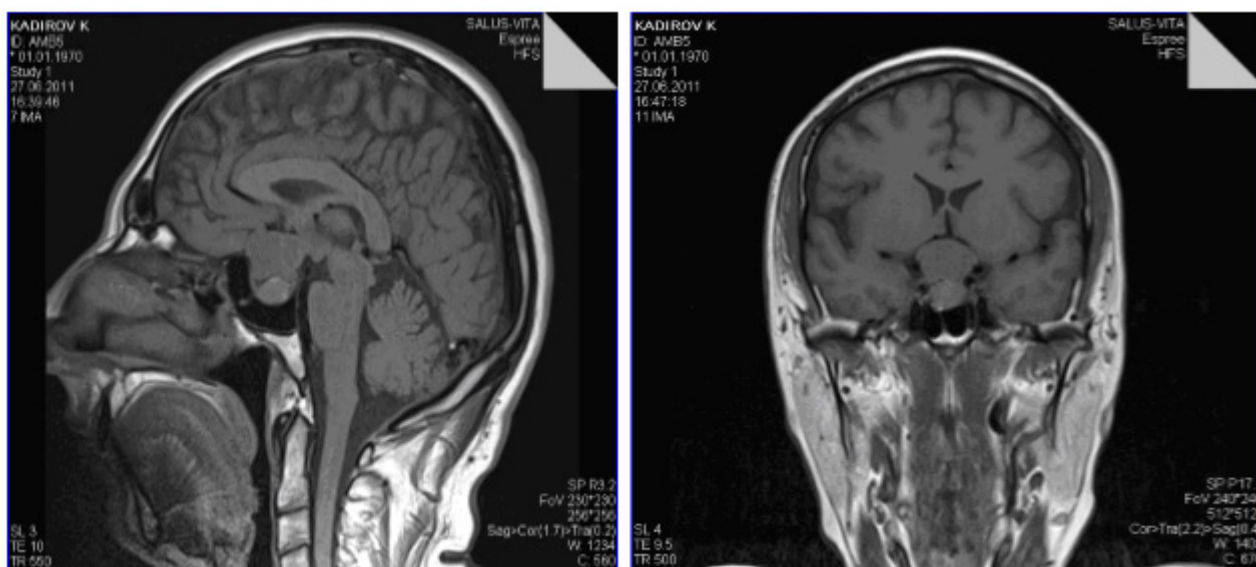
МРТ-снимки г. м. через 3 месяца (27.06.2011 г.) после операции-ТАГ (2011, март)
